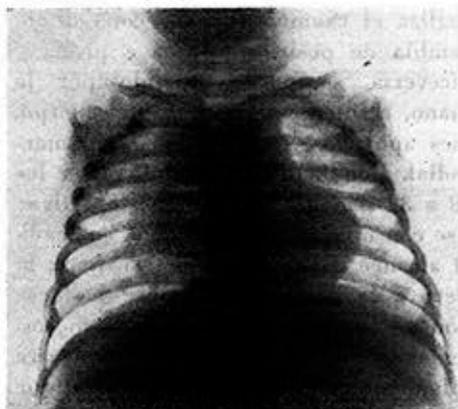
Radiografía de pulmones: Lesiones bronconeumónicas bilaterales.
